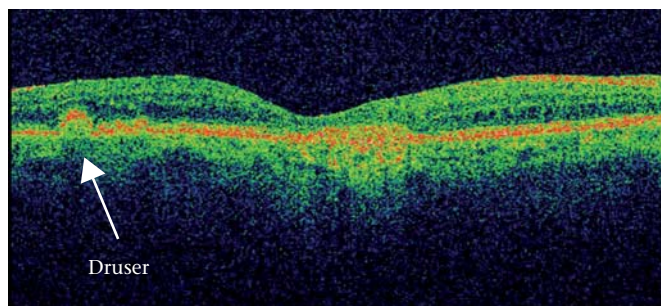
Optisk kohærenstomografi af tør aldersrelateret makuladegeneration med multiple druser i makula og periferi), visus er 0,5 hos denne patient.
